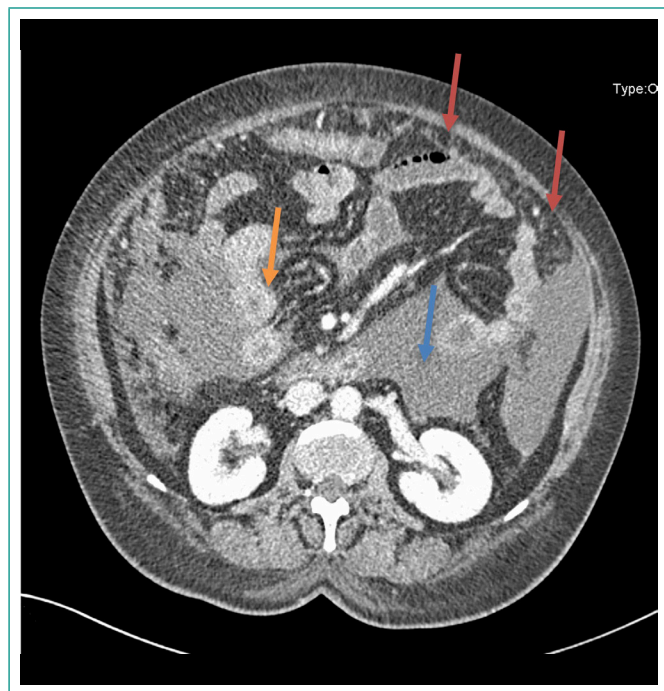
TAC de abdomen con contraste intravenoso. Se señalan asas intestinales (flecha naranja) sin complicaciones, líquido ascítico (flecha azul) de moderada cuantía en cavidad abdominal, y múltiples implantes en la superficie peritoneal (flechas rojas).
